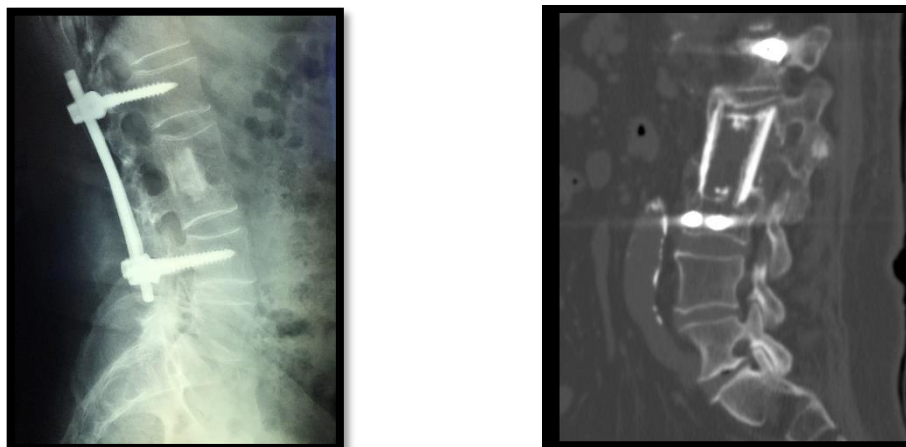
Estudios de imagen (radiografía y TAC)
